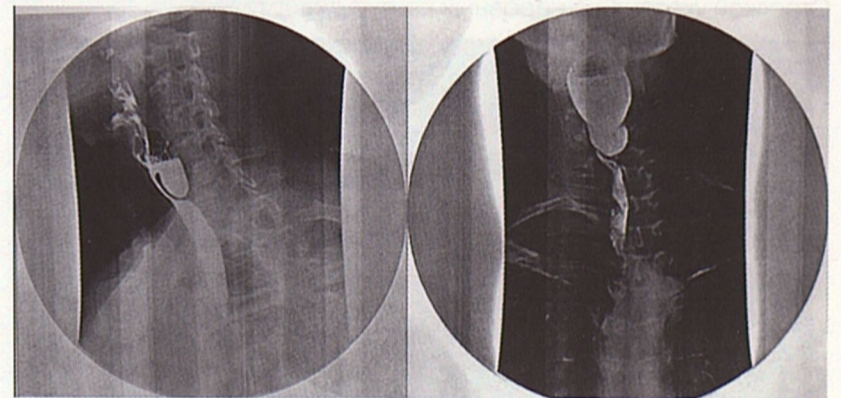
Рентгеноконтрастное исследование – выявлен дивертикул Ценкера. На рисунке приведен пример правильного выведения дивертикула
